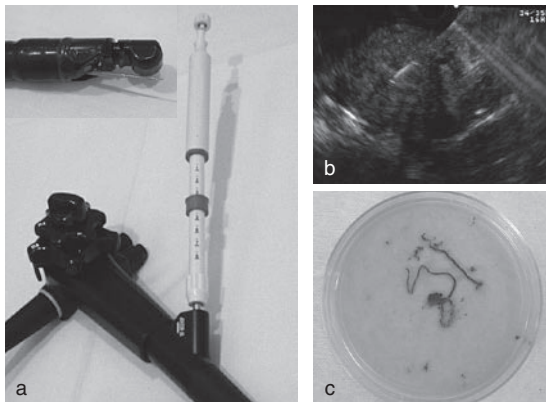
a; 超音波内視鏡と穿刺針。b; 穿刺時の超音波内視鏡画像。c; EUS-FNAにより得られた検体。
